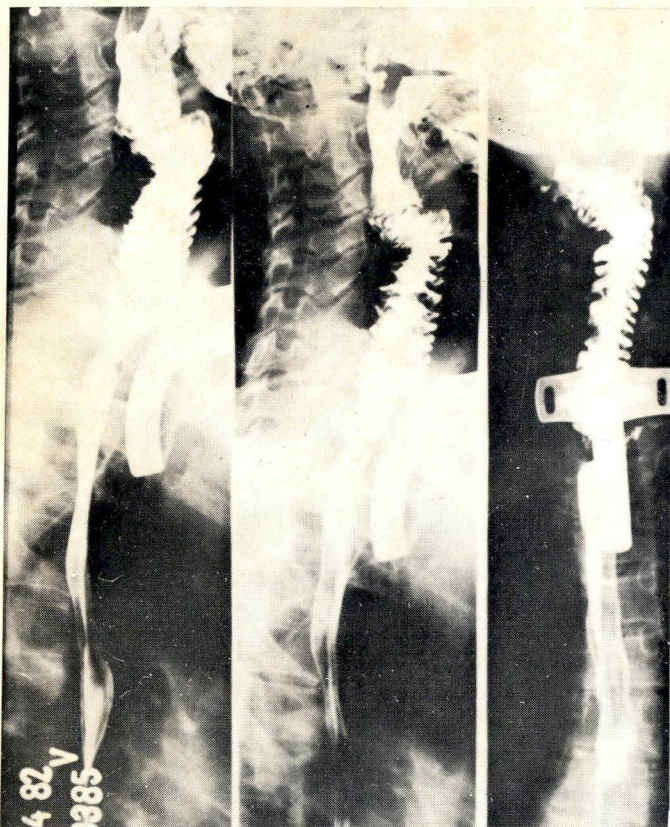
Pós operatório-dez dias após o transplante de jejuno. A radiografia contrastada revela a peristalse normal pela passagem do contraste.
